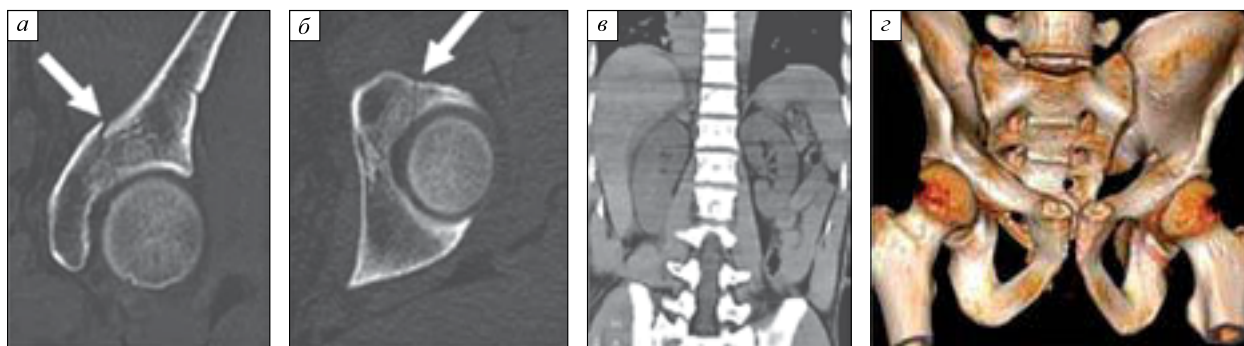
Компьютерные томограммы костей таза, переломы подтипа LC-III: а, в — фронтальная проекция; б — аксиальная проекция; з — трехмерная реконструкция изображения у пациента с политравмой. Определяется перелом вертлужной впадины с незначительным смещением отломков, вывих и перелом бедра
